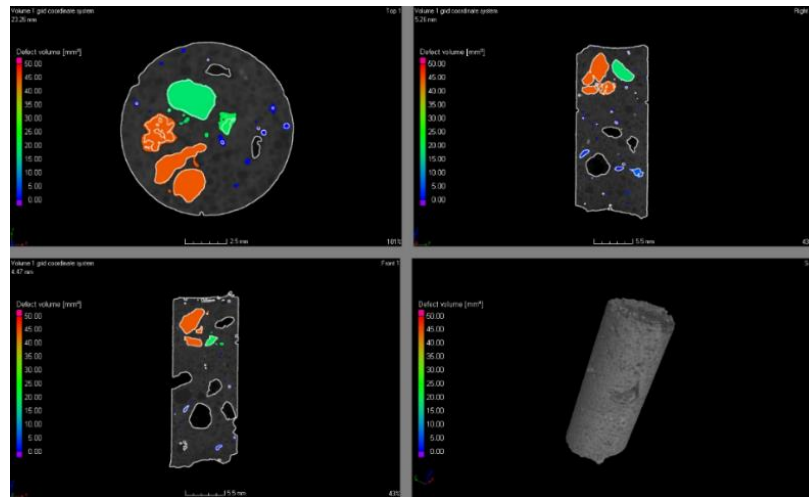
Microtomografía de la mezcla BAC.AE.
